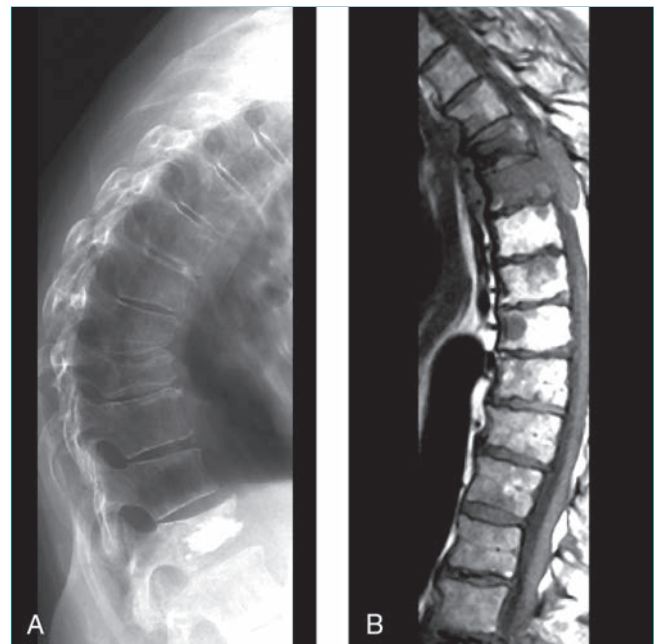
Mieloma múltiple. A, La radiografía lateral de la columna dorsal muestra la osteopenia grave presente en el mieloma múltiple que contribuye a las fracturas por compresión. Obsérvese la inyección previa de cemento para estabilizar un cuerpo vertebral en la parte inferior de la imagen. B, La RM sagital de la columna dorsal de un paciente con mieloma múltiple de larga evolución muestra varias lesiones vertebrales con una zona de extensión epidural.
